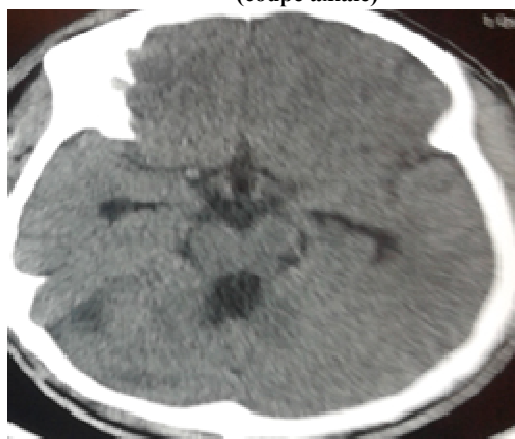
TDM cérébrale montrant une hypodensité séquellaire (coupe axiale)
